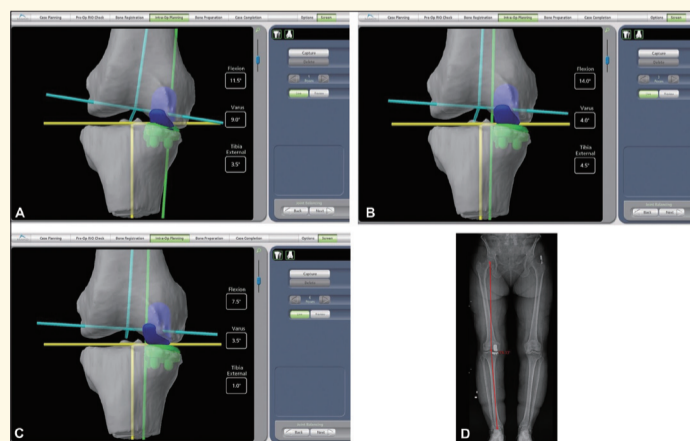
A. 右膝内侧间室骨关节炎行MAKO机器人辅助单髁关节置换术，术前内翻畸形 9° ；B. 切除骨赘后，通过外翻应力矫正内翻畸形至 4° ；C. 植入假体试模，最终术中力线为内翻 3.5° ；D. 术后6周负重下肢全长X线，机械轴夹角为 176.33° ，从术中测试到术后6周负重全长的力线变化为 0.17°
